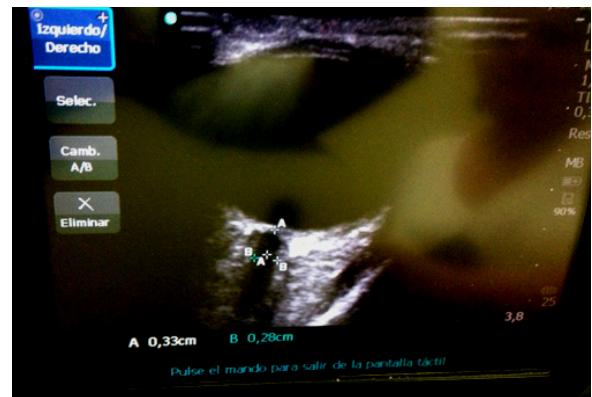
Visión de la Vaina del Nervio Óptico mediante Ecografía Transorbital.
